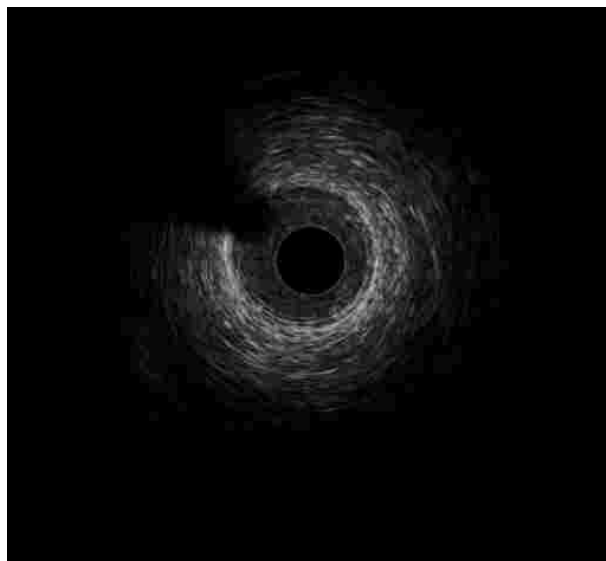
Vaso sano imagen de ultrasonido.
